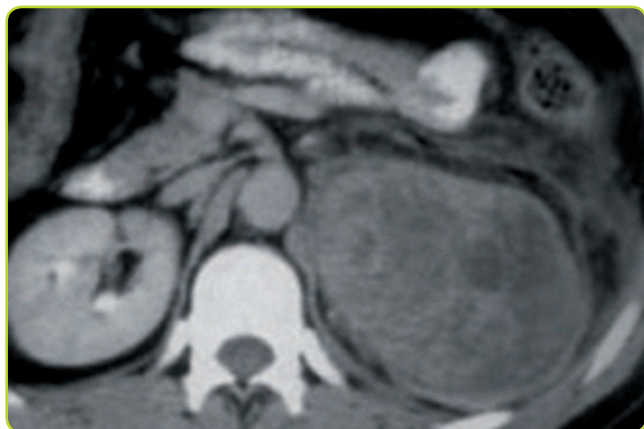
TC donde se observa un carcinoma suprarrenal izquierdo. Obsérvese su gran tamaño y su heterogenicidad.
